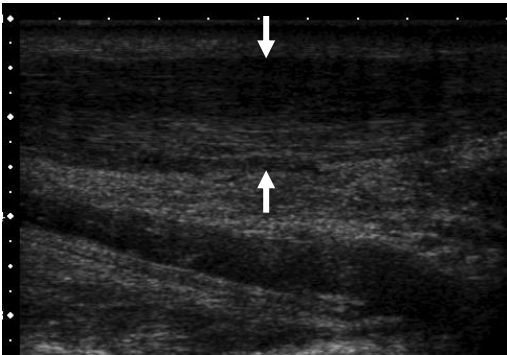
a. Tendinosis de Aquiles. Ecografía modo B, plano longitudinal, estructura fibrilar conservada pero con engrosamiento tendinoso.
